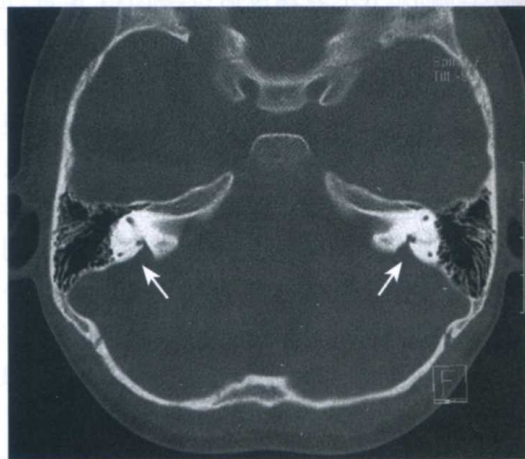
双侧前庭导水管扩张 CT 表现
